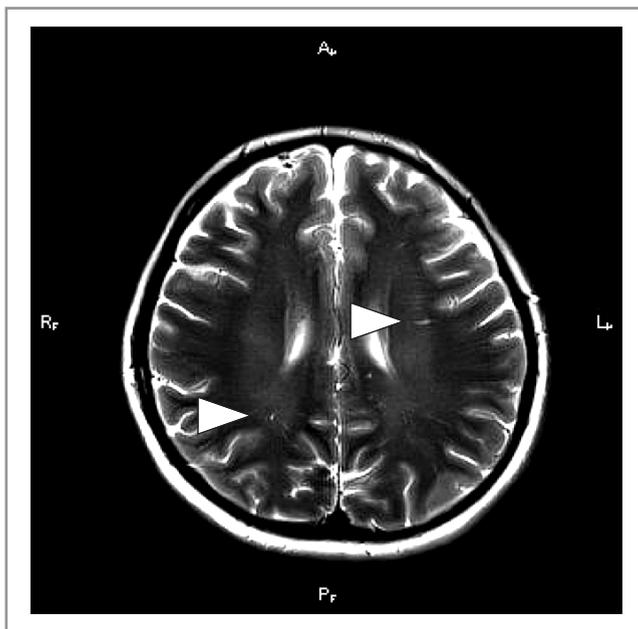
МРТ головного мозга. Расширение периваскулярных пространств.
